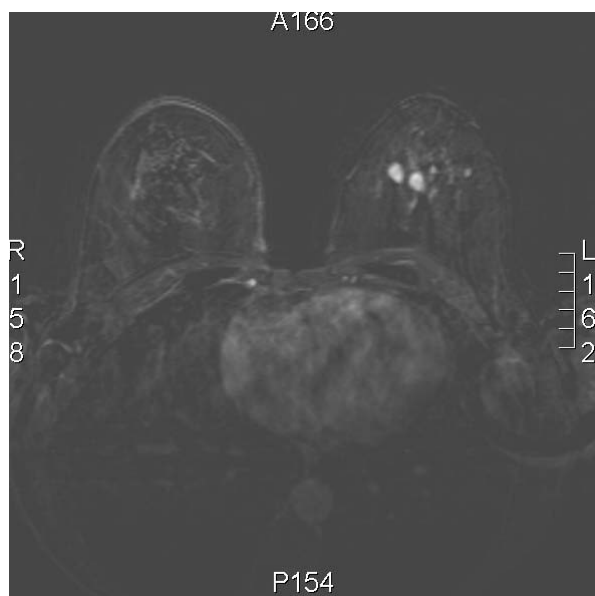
Kontrastmittel-Magnetresonanztomographie der Brust: multizentrisches MK links
